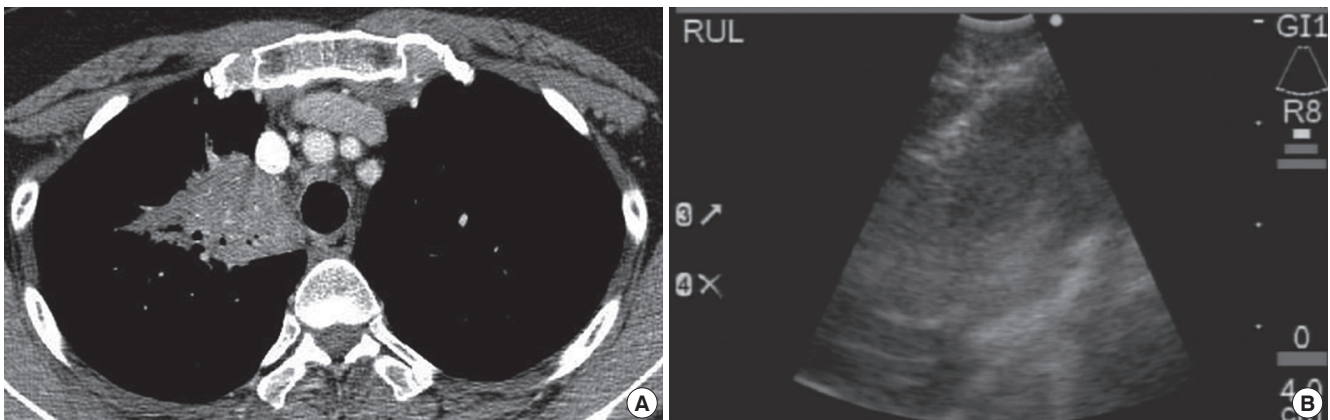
CP-EBUS-TBNA for the central parenchymal lung mass. (A) Lung parenchymal mass at right upper lobe which abuts the trachea. (B) Linear ultrasound image of the mass (needle in the mass).
